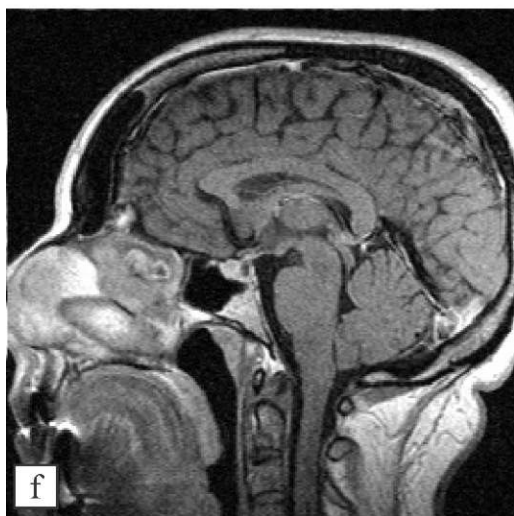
(e, f). Больной О., 37 лет, 2008 г. По сравнению с исследованием от 1999 г. остатки аденомы в передней доле гипофиза составляют 5 x 6 мм, аденома близко прилегает к хиазмальному перекрестку, но не сдавливает его. Размер интраселлярной кисты без динамики, при введении контраста она контрастируется только по периферии с 2008 г. она интерпретируется как киста кармана Ратке. Больной рекомендовано дальнейшее наблюдение эндокринолога, прием дестинекса, МРТ контроль.
